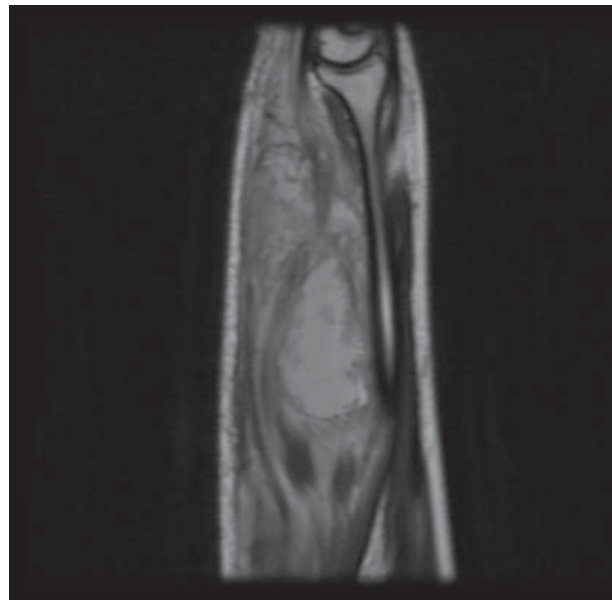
MR image of the forearm. The photograph taken in the sagittal plane, T1-weighted images after an intravenous application of a contrasting agent – strong intensification of pathological structures is visible
